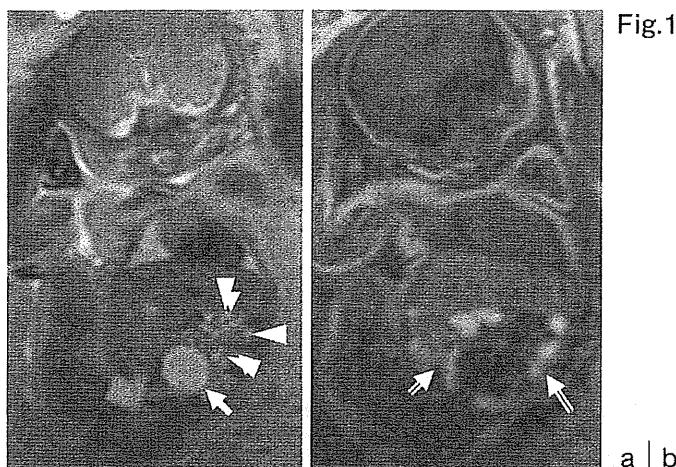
胎児MRI画像における尿路系病変と胎便の鑑別
